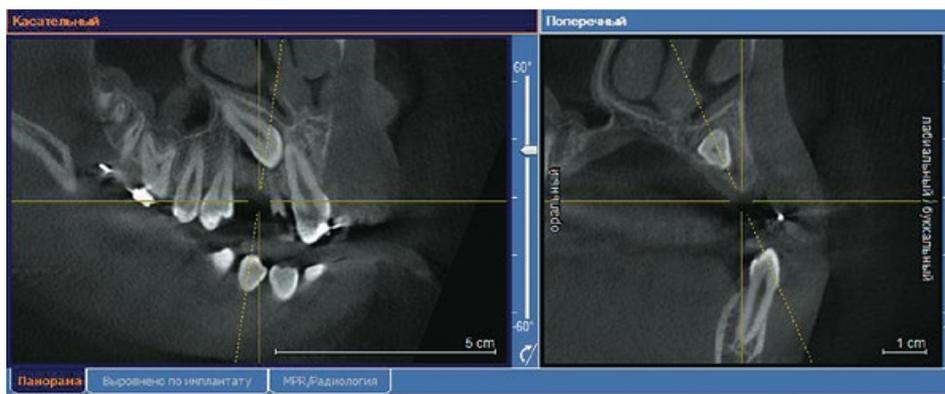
Фрагмент компьютерной томографии пациента Б. во фронтальной и сагиттальной плоскостях
